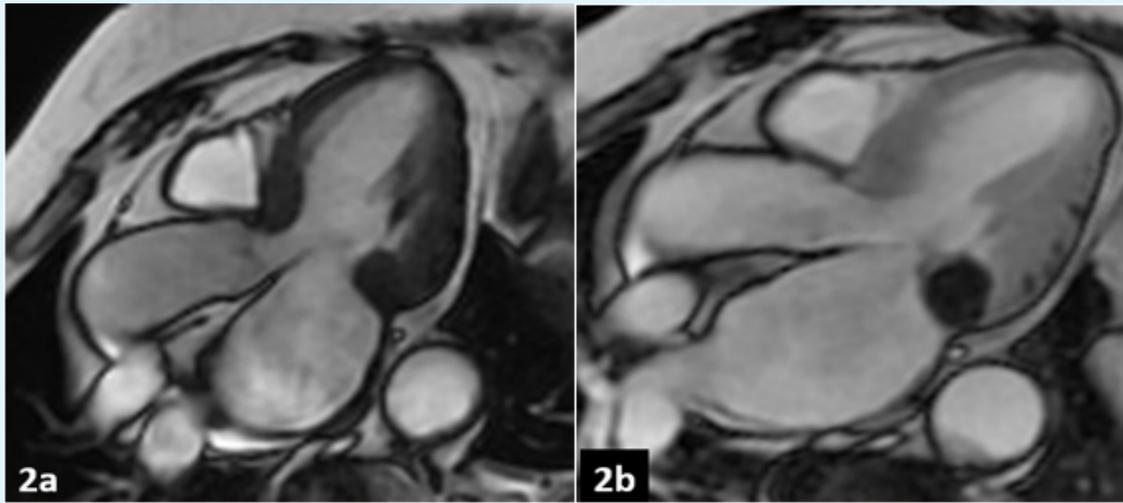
IRM en séquences « sang blanc » (Cine SSFP). 2.a : avant injection de Gadolinium la lésion est en isosignal par rapport au myocarde duquel elle est difficilement dissociable. 2.b : le rehaussement du myocarde après injection de Gadolinium révèle une formation globuleuse au niveau de l'anneau mitral.
